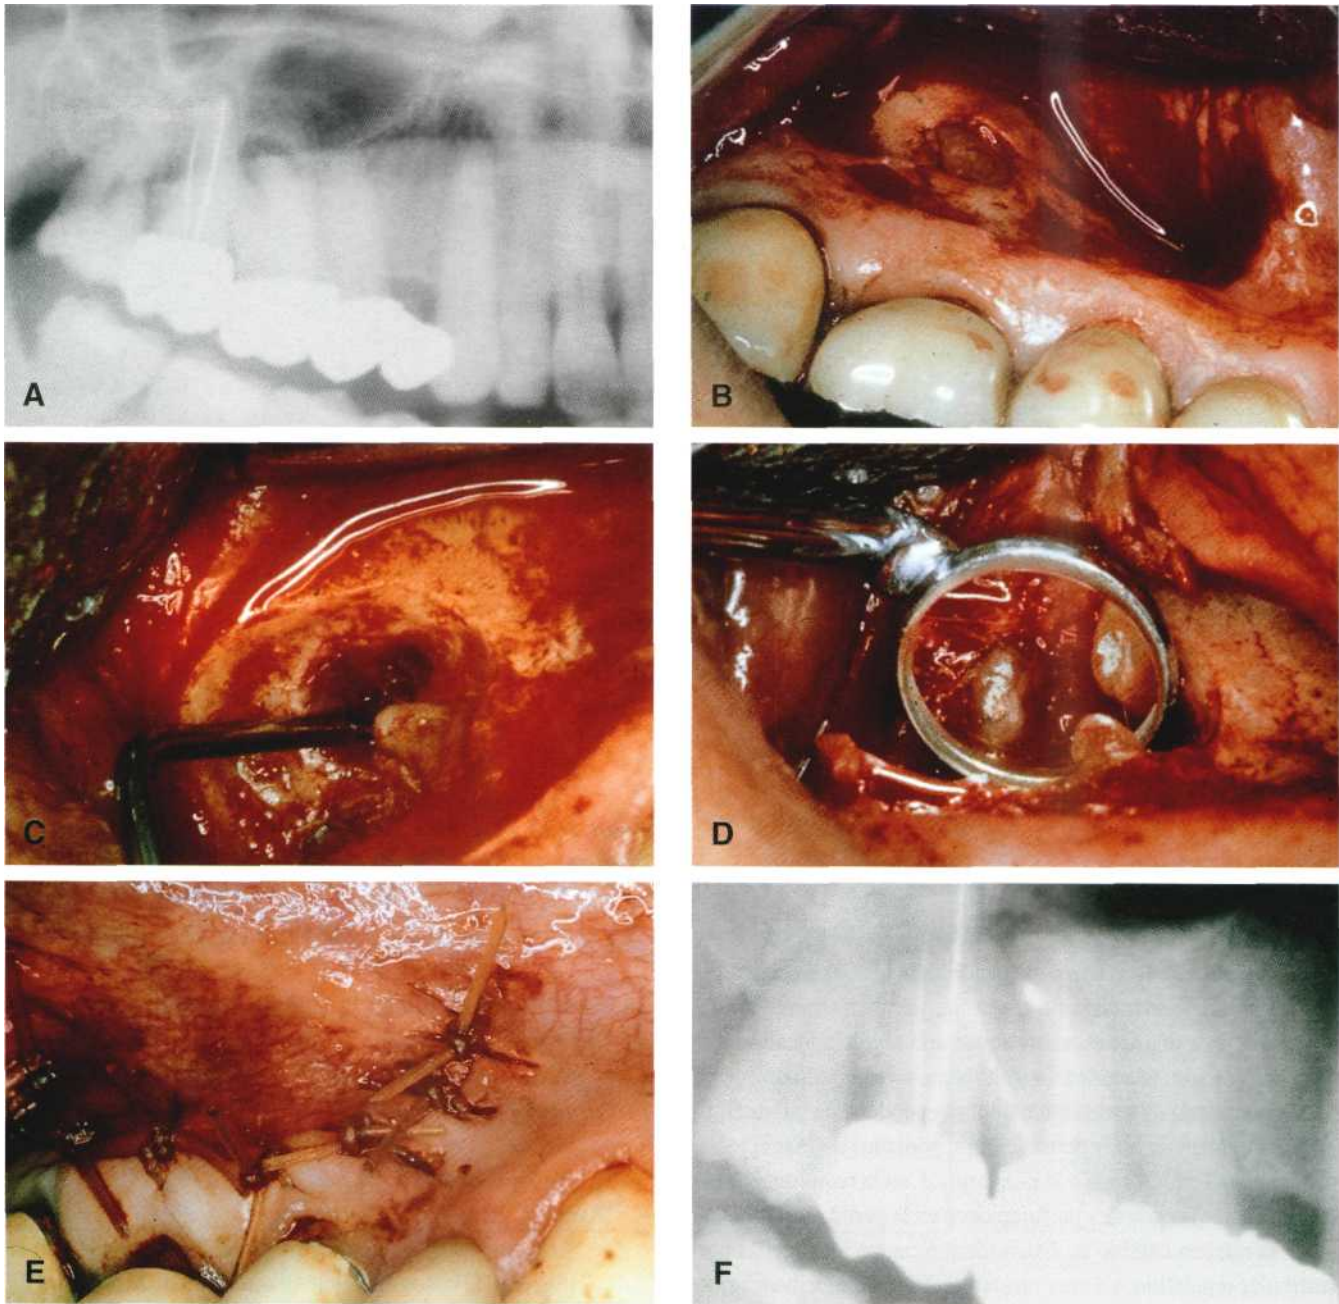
(A) Lesión periapical en las raíces vestibulares del 1.6. (B) Incisión semilunar modificada y despegamiento del colgajo mucoperiostico. (C) Legrado de la lesión periapical. (D) Imagen de la obturación retrograda con los microespejos. (E) Sutura. (F) Radiografía postoperatoria.
